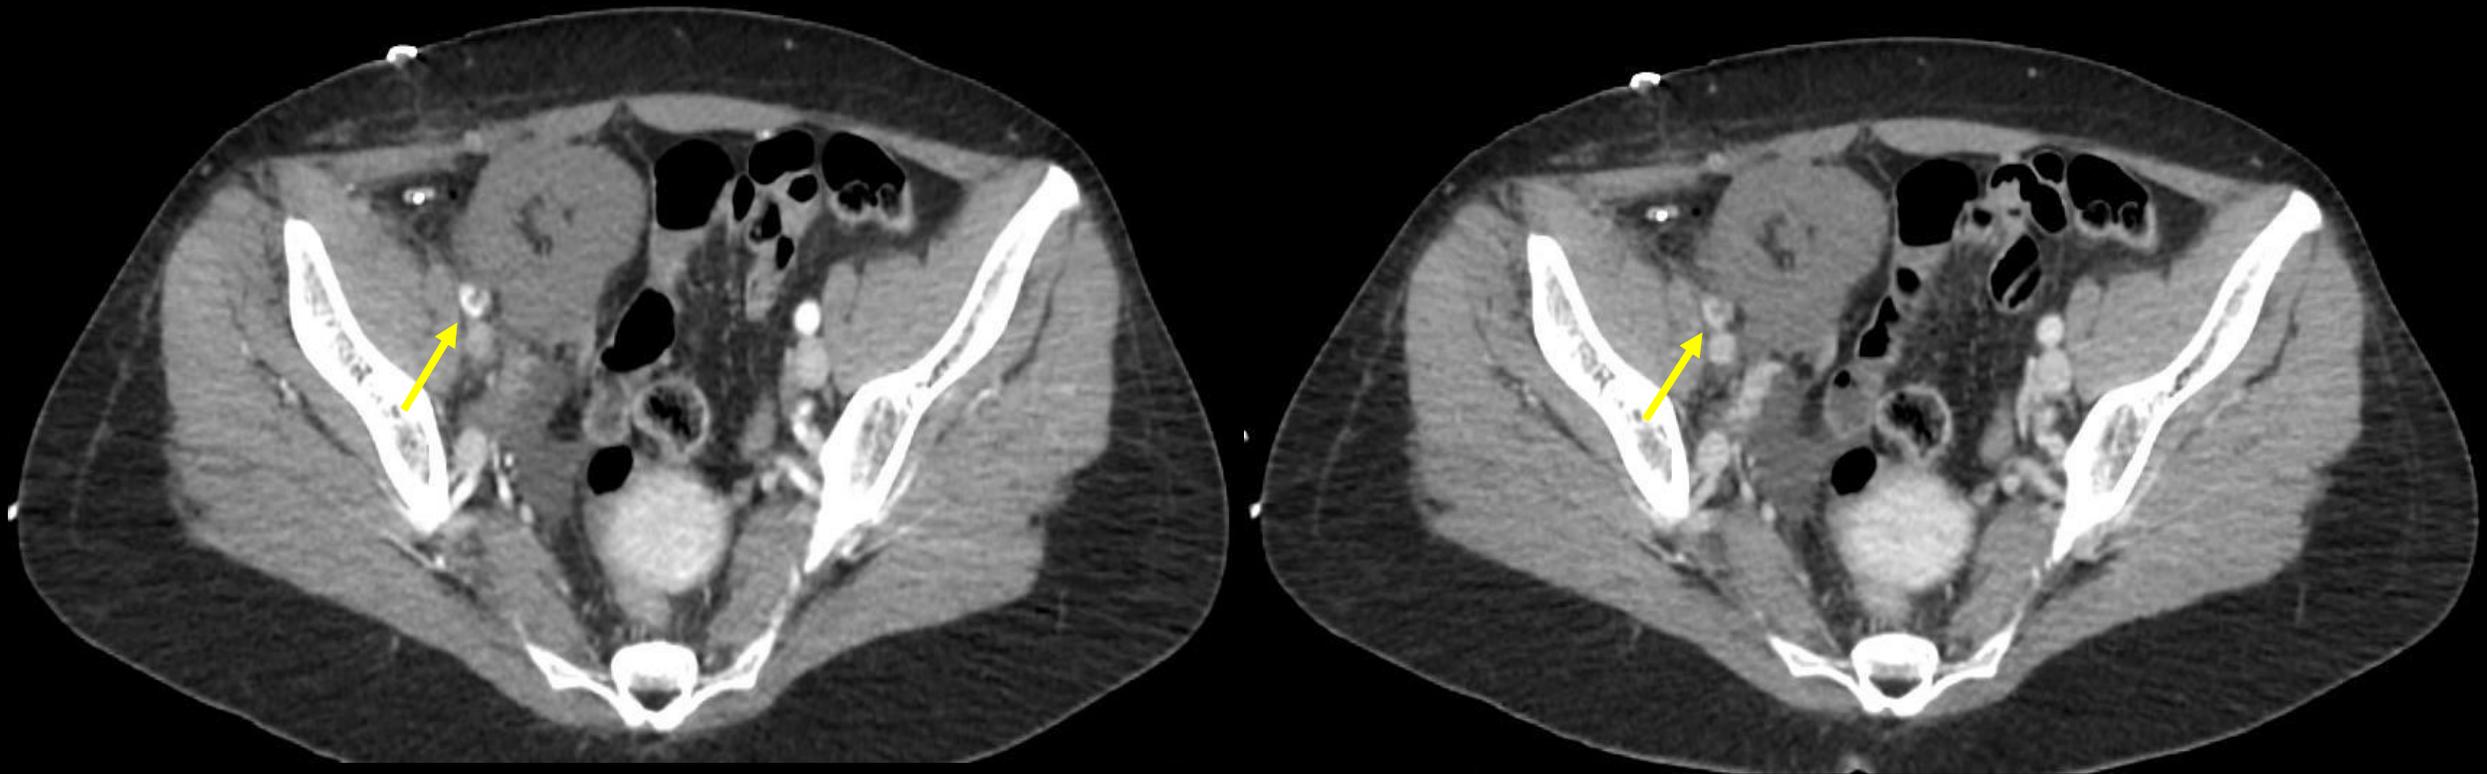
A Angio-TC (cortes axiais em fase arterial e portal) realizada após a ecografia confirma trombose da artéria renal, identificando-se um trombo (→) na região justa-anastomótica e ausência de captação de contraste pelo enxerto. A veia renal encontrava-se permeável. Esta complicação vascular resultou na perda do enxerto.
